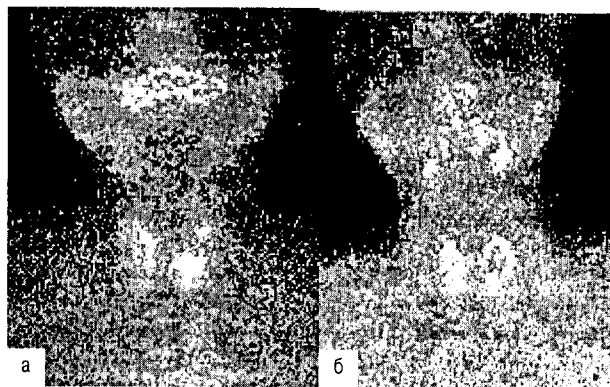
Папиллярный рак ЩЖ: а – сцинтиграмма с  $^{99m}\text{Tc}$ -пертехнетатом, визуализируется «холодный» узел в верхней трети левой доли; б – сцинтиграмма с  $^{99m}\text{Tc}$ -МИБИ визуализируется «горячий» узел в верхней трети левой доли [4]
